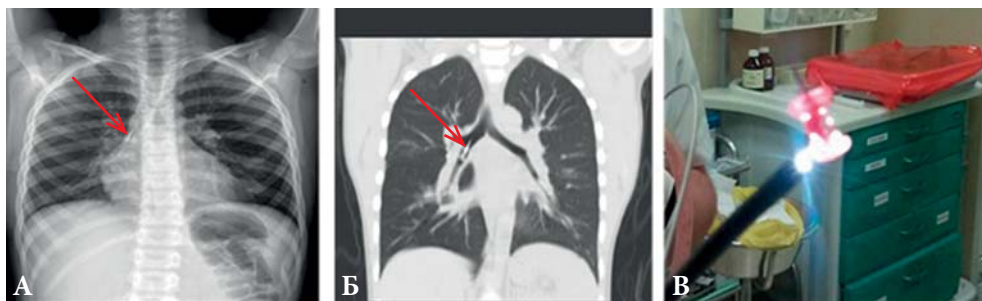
Инородное тело (канцелярская кнопка) в промежуточном бронхе: на рентгенограмме и компьютерной томограмме четко определяется острое ИТ, острием вверх (А, Б, стрелки); многократные попытки захватить инородное тело петлей оказались неэффективными и приводили к дополнительной травматизации стенки бронха. Объект извлечен посредством ригидной бронхоскопии с использованием видеооптических щипцов без осложнений (В)
